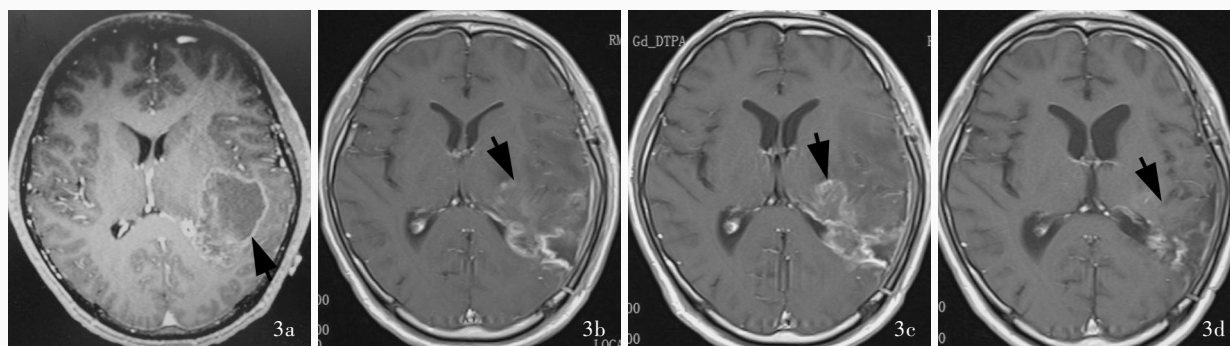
例 3 患者手术前后头部 MRI 检查所见 3a 术前横断面增强 T₁WI (2018 年 5 月 7 日) 显示左侧颞叶深部肿瘤 (箭头所示) 3b 术后辅助放射治疗后 1 个月 (2018 年 8 月 8 日) 横断面增强 T₁WI 扫描显示肿瘤次全切除 (箭头所示) 3c 放射治疗后 2 个月 (2018 年 9 月 8 日) 横断面增强 T₁WI 提示病灶进展 (箭头所示) 3d 安罗替尼化疗 3 个疗程后 (2018 年 11 月 21 日) 横断面增强 T₁WI 提示病灶明显缩小 (箭头所示)
